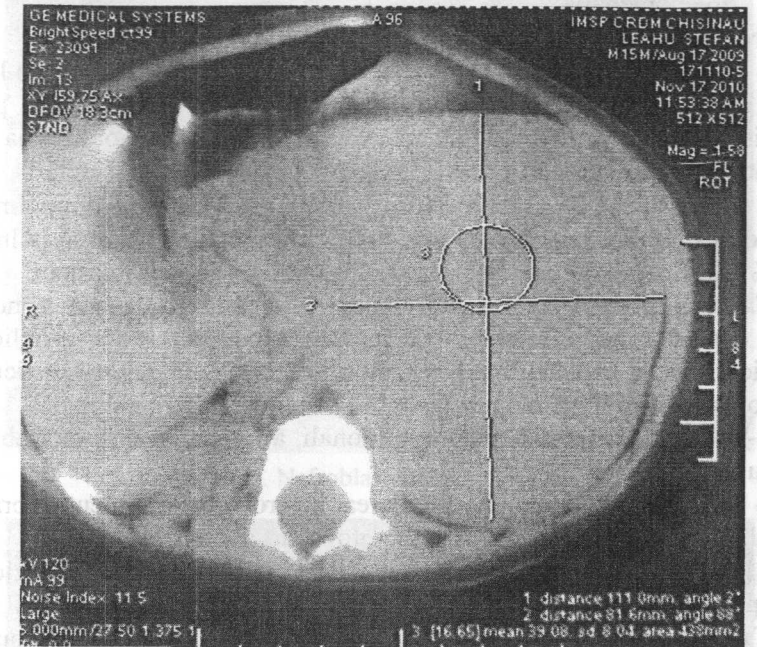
Computer tomografie. Nefroblastom al rinichiului pe stânga (caz clinic).
